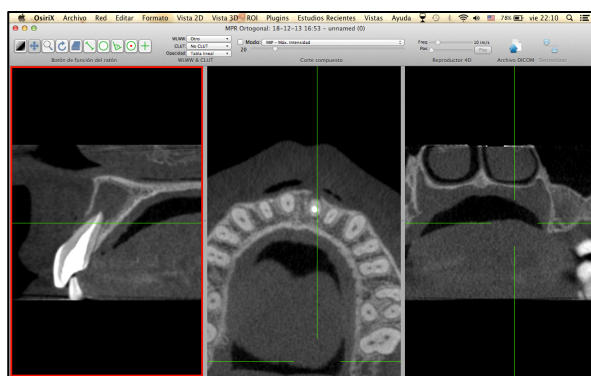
Evaluación de lesión ósea periapical, en pieza dentaria 2.1. Programa Osirix®
